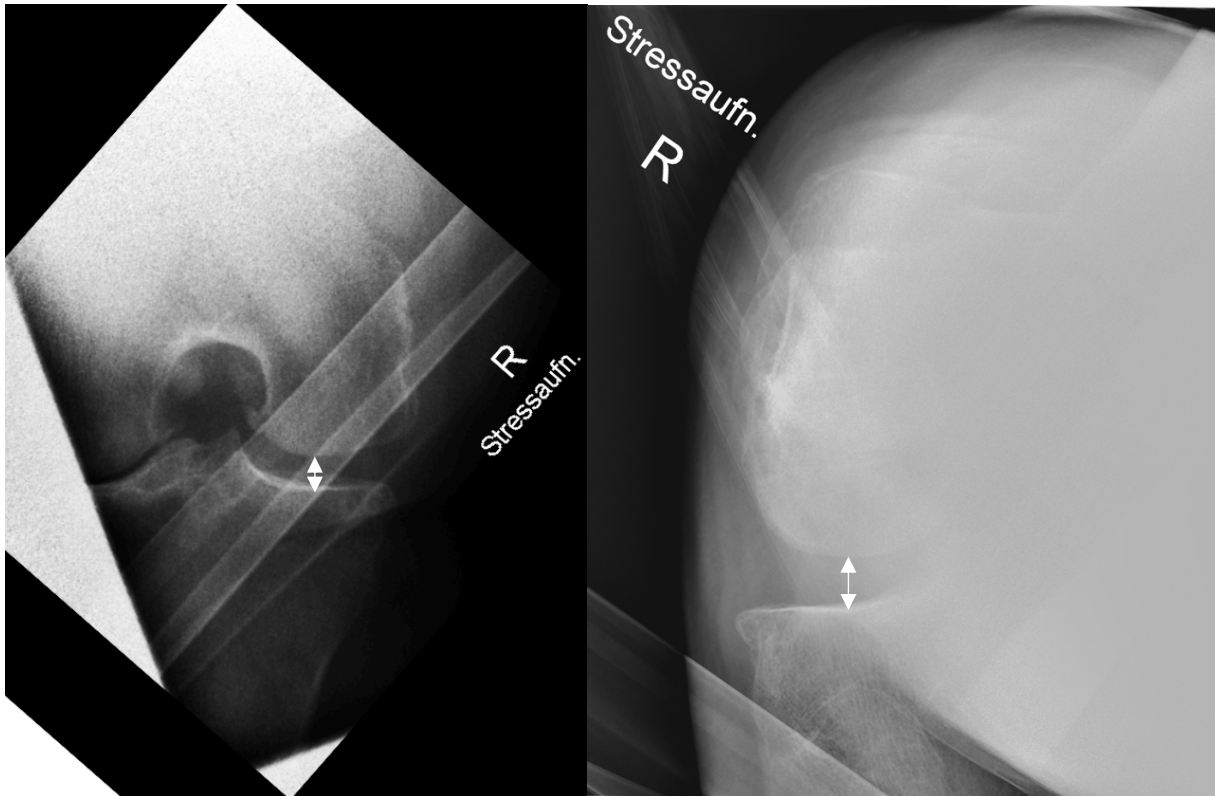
Patient A: Valgus-Varus-Stressröntgenbilder für den medialen (links) und lateralen (rechts) GS. Die weißen Pfeile markieren die GS-Messung.
